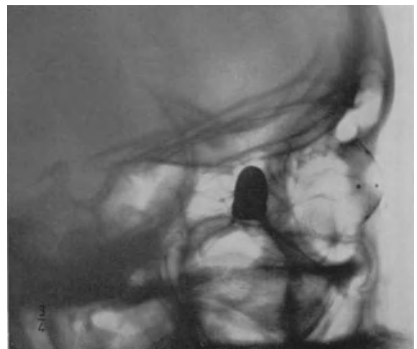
Transversale Aufnahme. Geschoß in der Orbitaspitze. Röntgenprothese nach COMBERG auf der Hornhaut.
